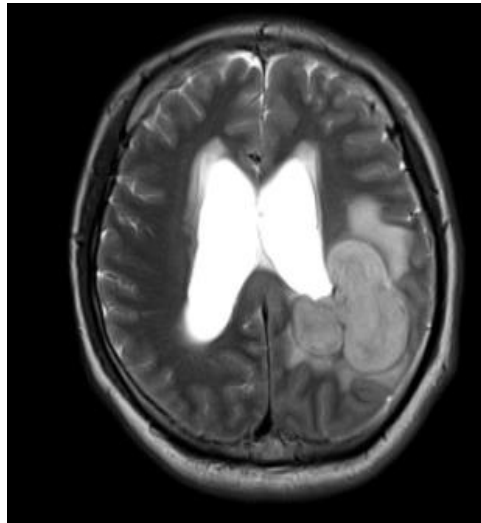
MRI in T2 piano assiale
